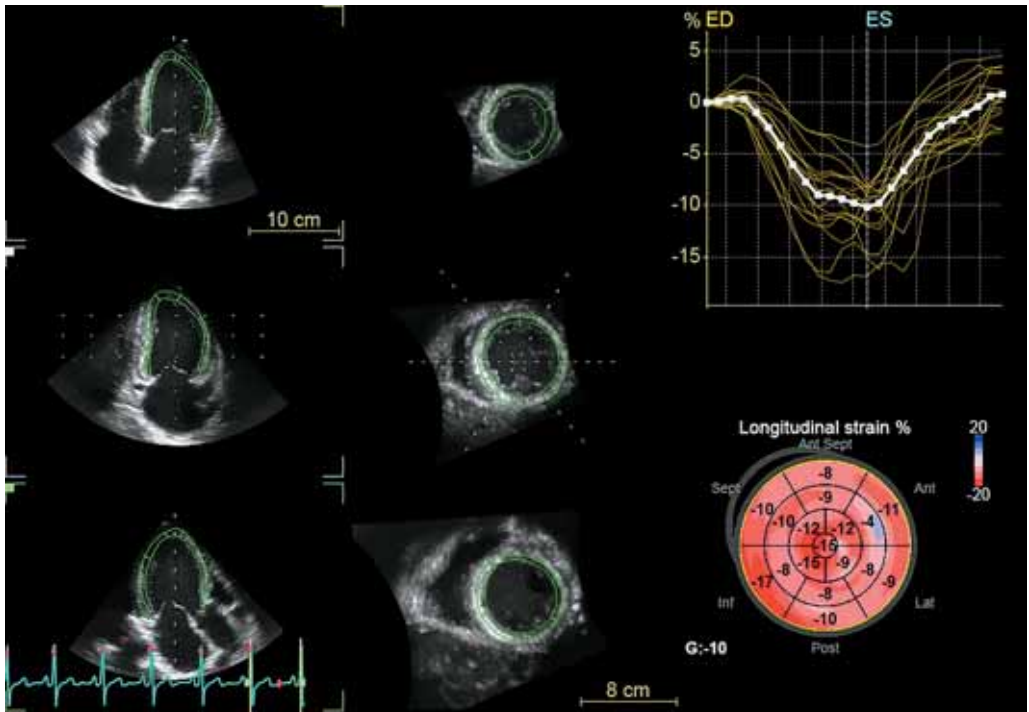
Трехмерная эхокардиография, анализ параметров гемодинамики и построение кривых деформации миокарда по сегментам, расчет глобальной деформации. Внизу на экране кривая ЭКГ.
